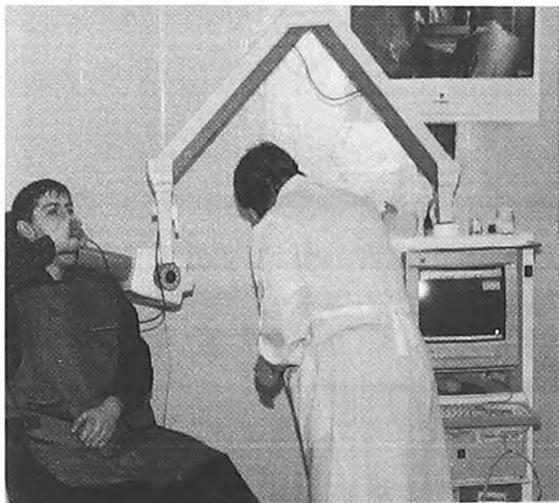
Прицельная внутриротовая рентгенография
